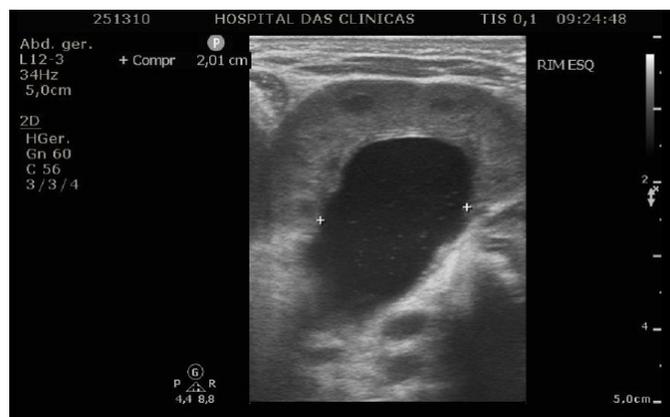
Ultrassonografia de abdome foi evidenciada a criptorquidia bilateral com testículos intra-abdominais, um rim esquerdo de dimensões aumentadas, acentuada hidronefrose e presença de dolicomegaurerter e um rim direito parcialmente caracterizado na loja renal com afilamento parenquimatoso difuso e perda da diferenciação córtico-medular.
